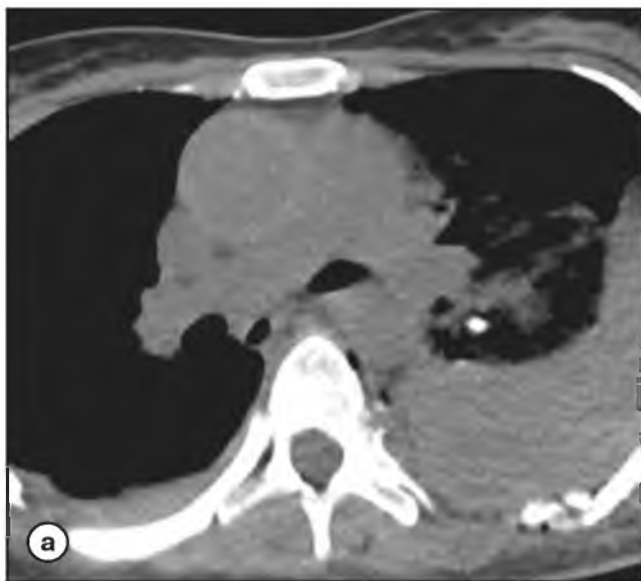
МСКТ аорты с БКУ, аксиальная плоскость.
